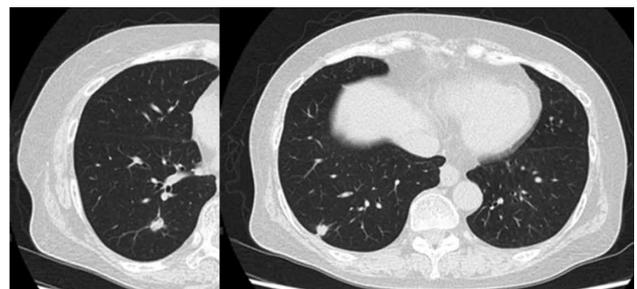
Pembrolizumab療法10コース終了時のCT像
